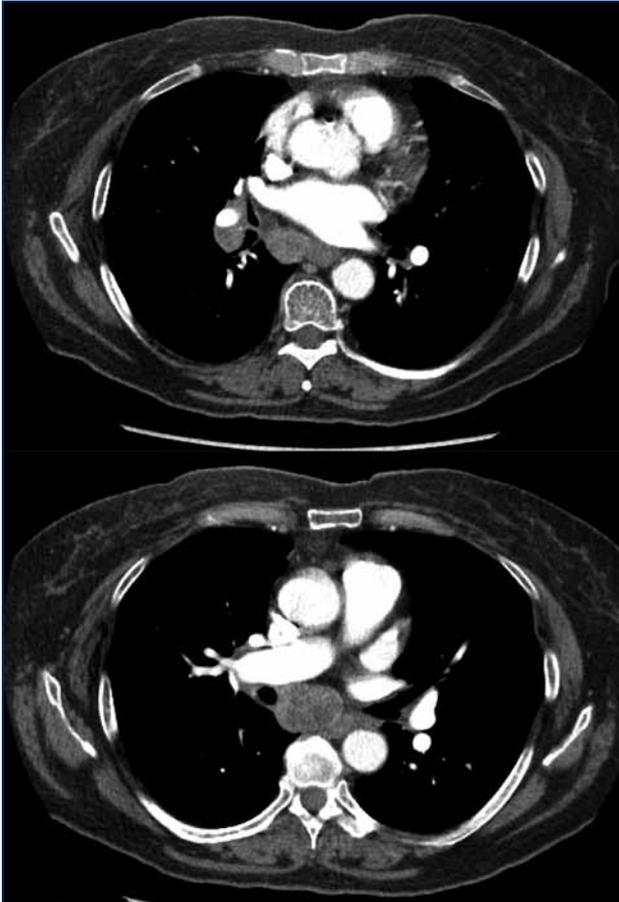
TAC torace: lesione neoplastica ilare destra associata a linfoadenomegalia sottocarenale.
